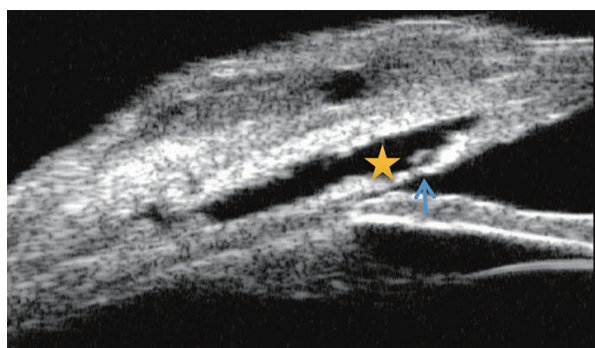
CLASS后手术区域UBM图像(箭头为TDM, 星形为巩膜池)
